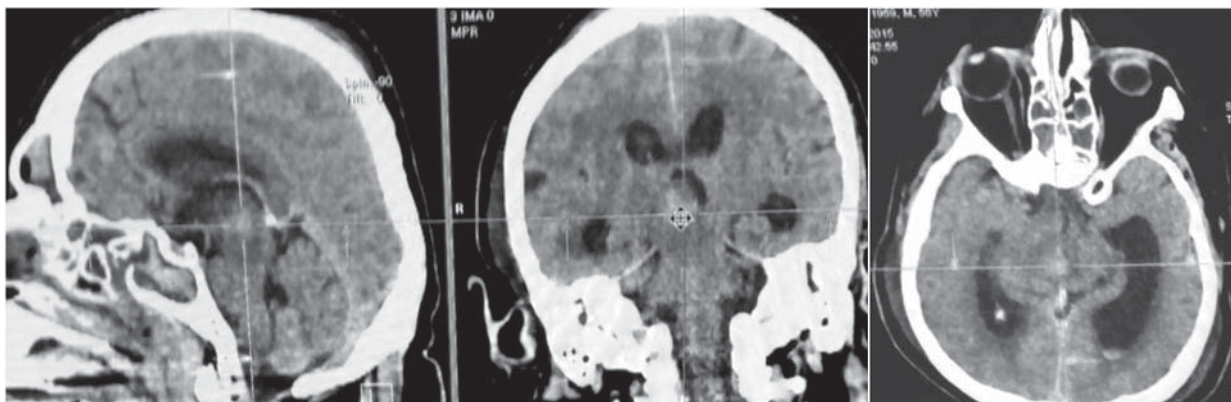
Aspect CT la 14 zile postoperator după drenare ventriculară externă – se vizualizează focarul hemoragic în mezencefal cu rezorbție incompletă și liza completă a hematoului intraventricular, se evidențiază debutul hidrocefaliei.
